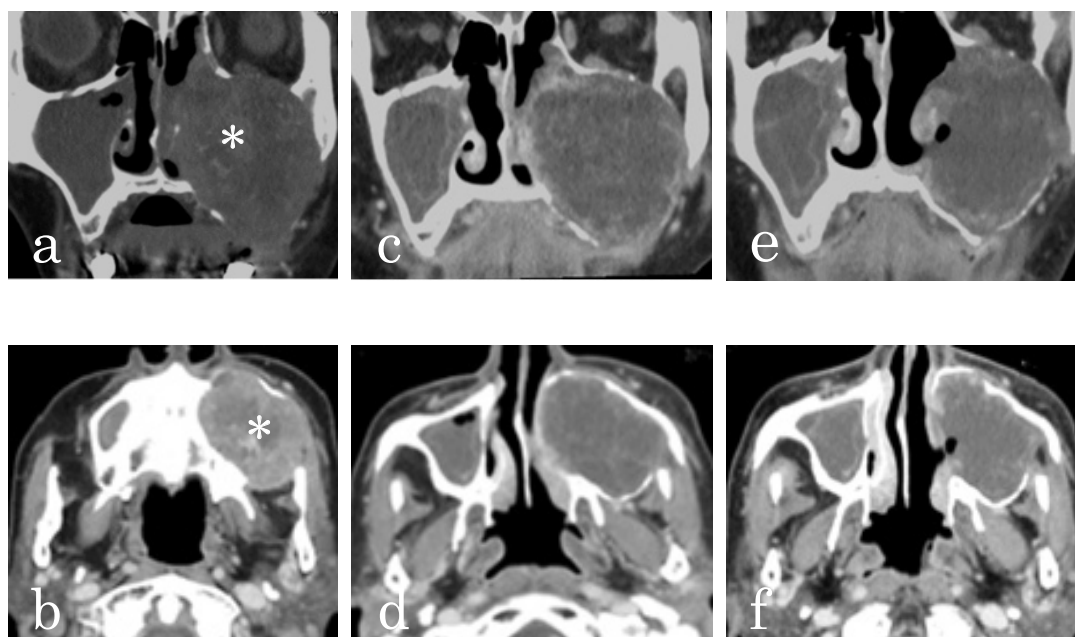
治療前 (a,b), RADPLAT 後1ヶ月 (c,d), 4ヶ月 (e,f) の造影CT: 冠状断 (a,c,e) と軸位断 (b,d,f) 画像。治療前、左上顎洞には拡張浸潤性に腫大した腫瘍像 (*) と、右上顎洞には副鼻腔炎像がみられた (a,b)。RADPLAT 後1ヶ月でも左上顎洞腫瘍は拡張性の腫大がつづき、内部中央にも造影効果が残る (c,d)。4ヶ月後では左上顎洞の病変は縮小傾向で、造影効果も辺縁に局限していた (e,f)。
